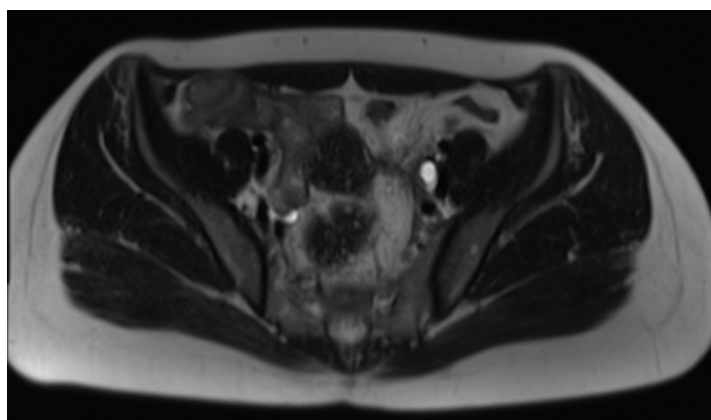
MRT Abdomen; transversal, linksseitig gestauter Ureter mit periureteraler Raumforderung
